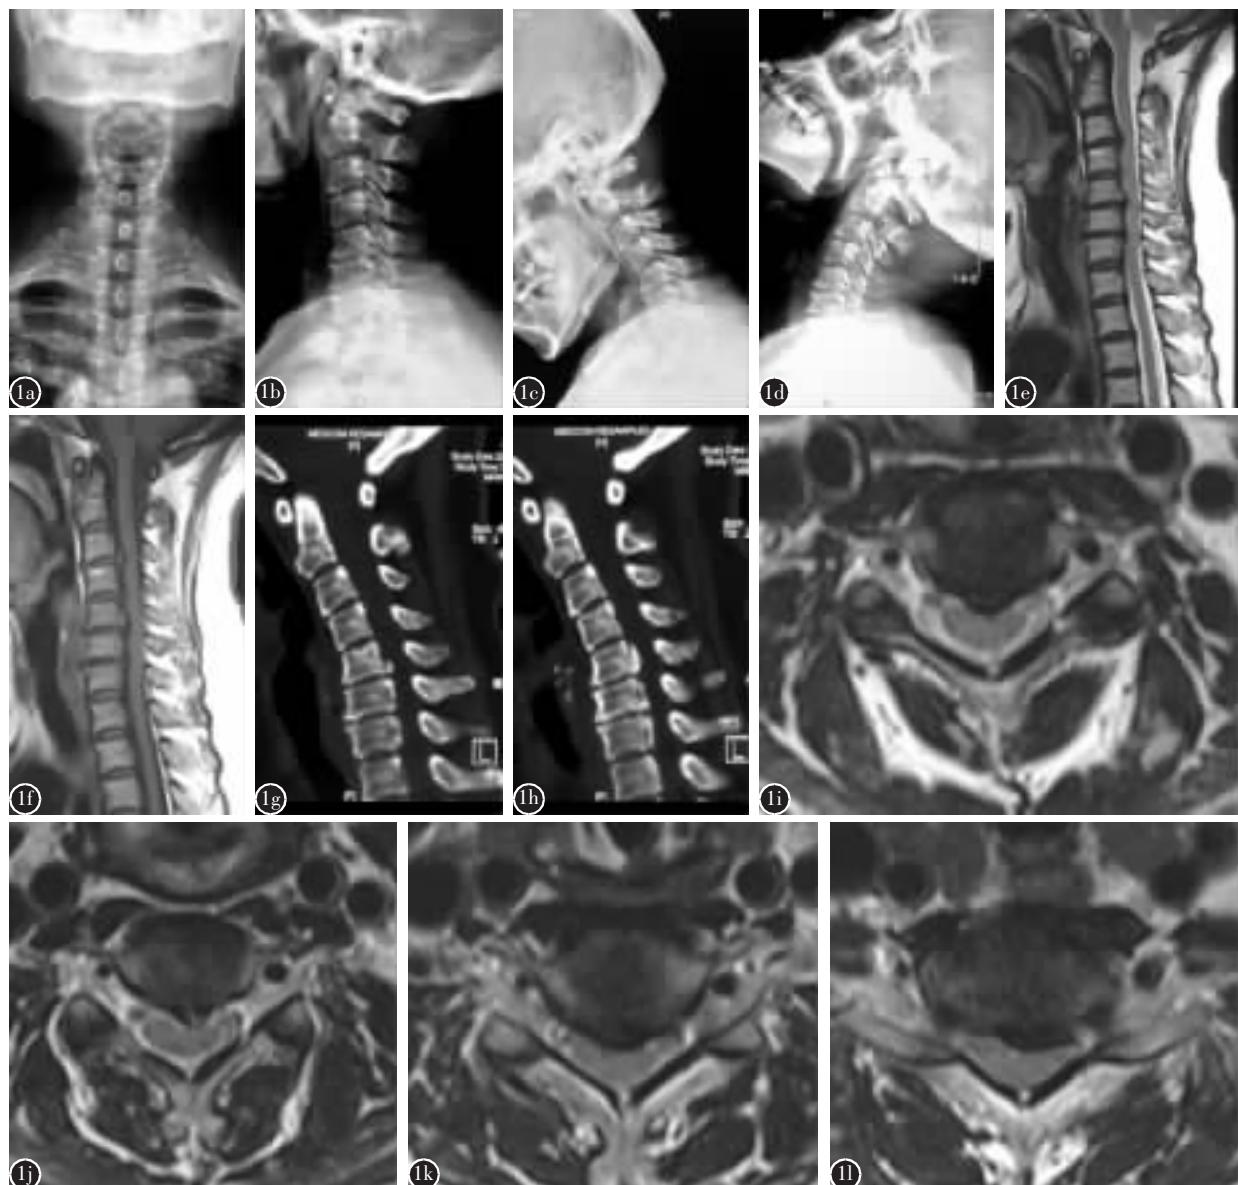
a~d 颈椎正侧位和过屈过伸位X线片:生理前凸消失,后伸位时仍可恢复部分生理前凸;C5/6及C6/7椎间隙明显狭窄,可见水平骨赘,C3/4及C4/5椎间隙稍狭窄,成角不稳定,各节段的椎管中矢状径与椎体中矢状径的比值 <0.75 e,f 颈椎MRI示生理前凸消失,多个椎间盘为“黑间盘”,C4上终板为退变性的Modic II期改变,颈脊髓前方多节段受压,主要位于C3~C7节段,C5~C7节段黄韧带轻度肥厚,压迫硬膜囊,颈脊髓内无明显的信号改变 g,h 颈椎矢状位CT重建示C5~C7椎体后方节段性后纵韧带骨化 i-l C3/4、C4/5、C5/6、C6/7 MRI横断面扫描显示脊髓均存在一定的压迫
